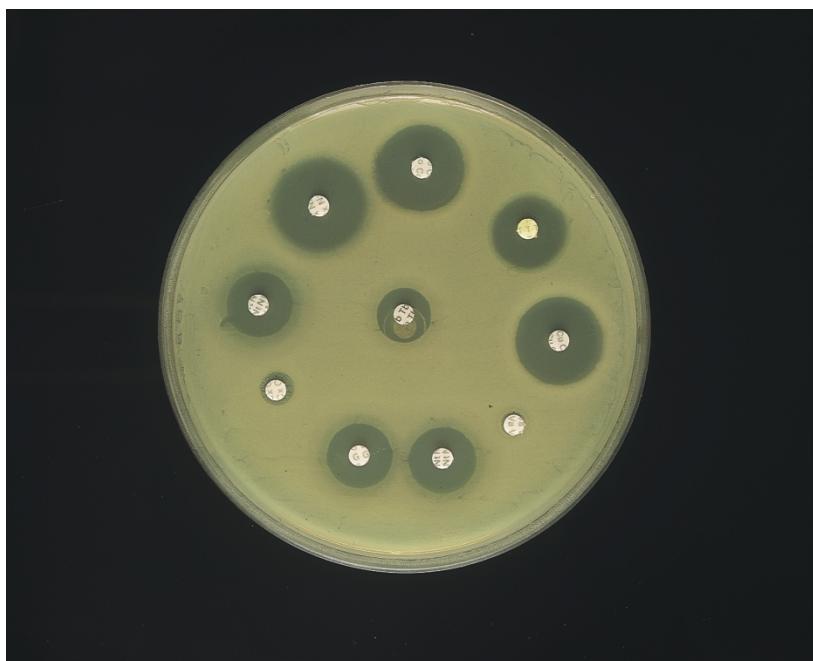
Определение антибиотикочувствительности диско-диффузионным методом
